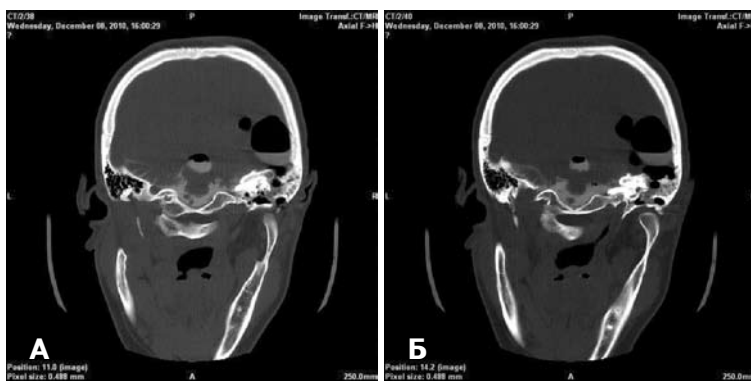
Результаты КТ-цистернографии пациентки с ушно-назальной (парадоксальной) ликвореей. А, Б — последовательные срезы. Дефект верхней стенки пирамиды височной кости и ячеек сосцевидного отростка справа. Пневмоцефалия. Порэнцефалическая киста правой височной доли. Симптом «ликворной дорожки».
